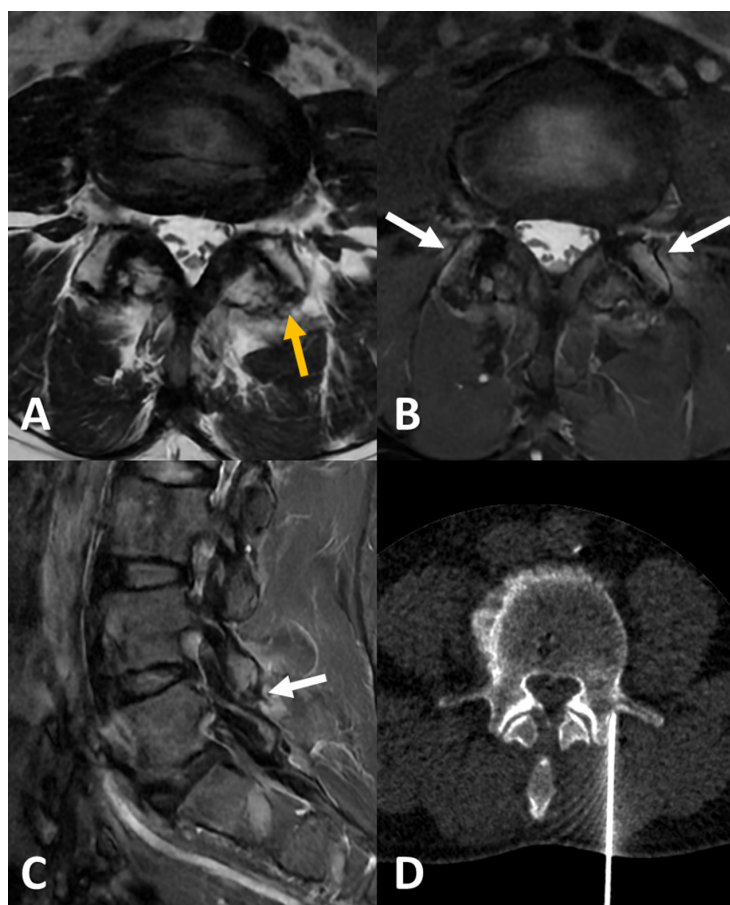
Ejemplo de afectación por osteoartrosis facetaria en imágenes de resonancia magnética (A-C) y tratamiento percutáneo por radiofrecuencia guiado por tomografía computarizada (D). A) Imagen T2 FSE axial en una paciente con lumbalgia que muestra cambios degenerativos hipertróficos, esclerosis subcondral y disminución del espacio articular de ambas articulaciones facetarias L4-L5 (flecha amarilla). B, C) Imágenes T2 Fat-Sat axial (B) y T2 STIR sagital (C) en las que se observa edema óseo subcondral y perfacetario L4-L5 (flechas blancas). D) Imagen de tomografía computarizada que muestra aguja de electrodo situada en la unión de la apófisis transversa y apófisis articular superior izquierdas de L4 para posterior tratamiento con radiofrecuencia.
